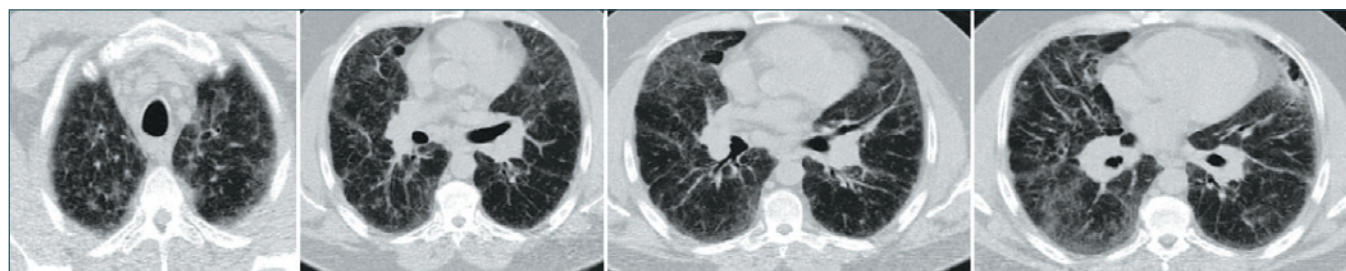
КТ органов грудной клетки при саркоидозе ВГЛУ и легких с «симптомом матового стекла» (морфологический субстрат – множество мельчайших очагов, неразличимых как самостоятельные образования, диффузное утолщение межальвеолярных перегородок вследствие альвеолита, гиперплазия бронхопюльмональных лимфатических узлов)
